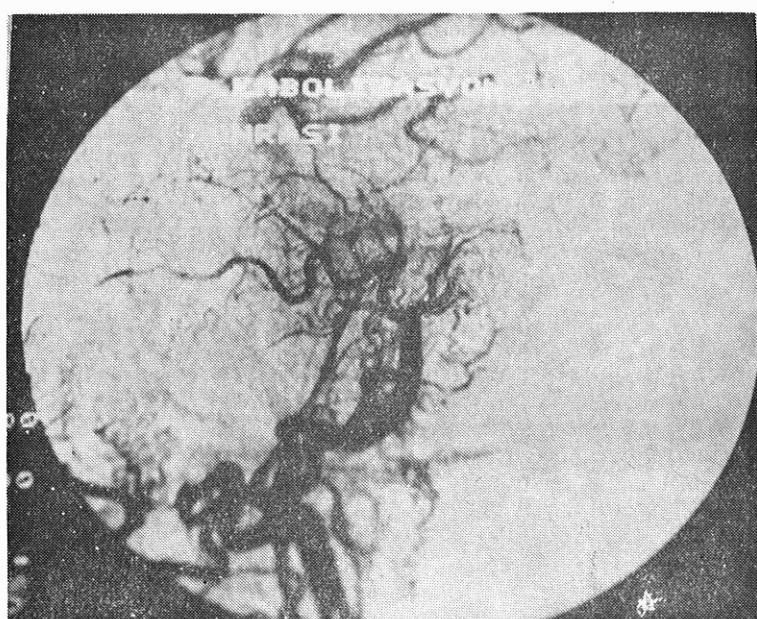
2 no'lu olgunun embolizasyon sonrası anjiografisi
